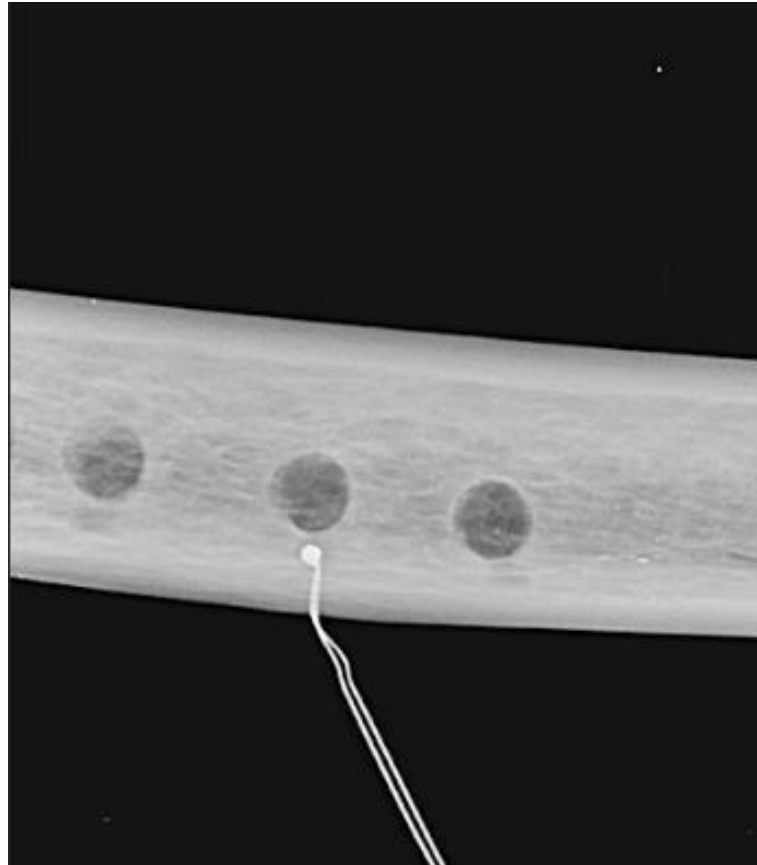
Radiograph highlighting the location of the thermocouple probe approximately 1mm away from the final edge of the osteotomy
